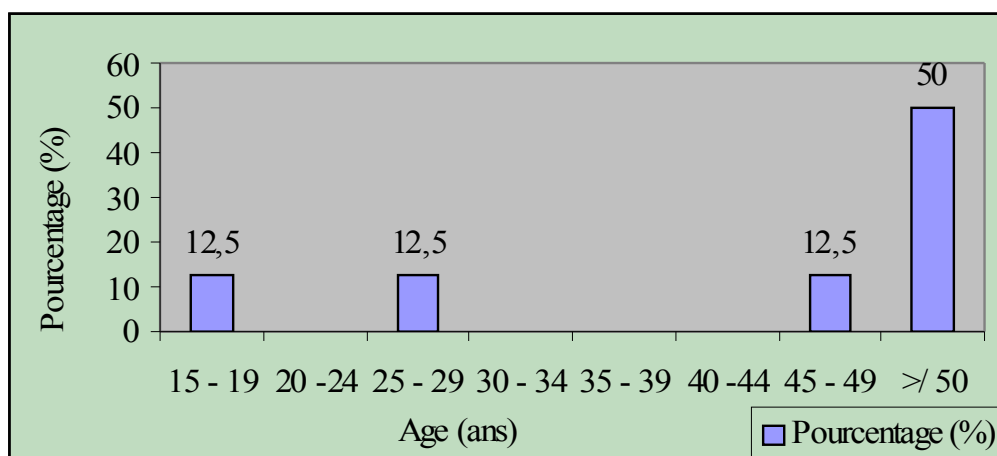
Représentation graphique de l'échographie thoracique selon l'âge
